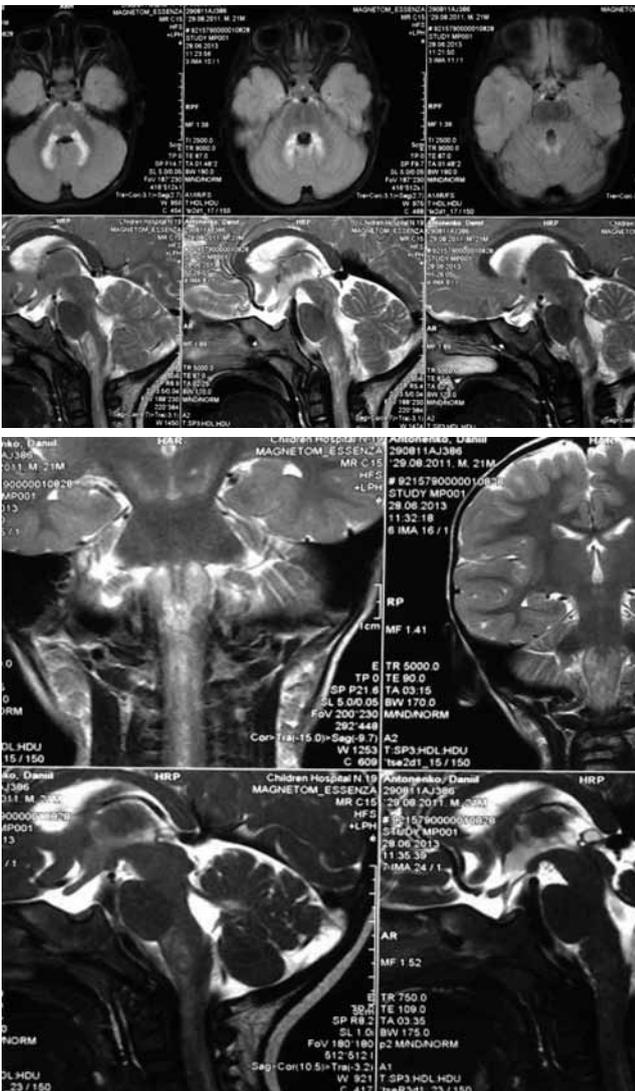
МРТ головного мозга больного Д., 1 год 9 мес.
